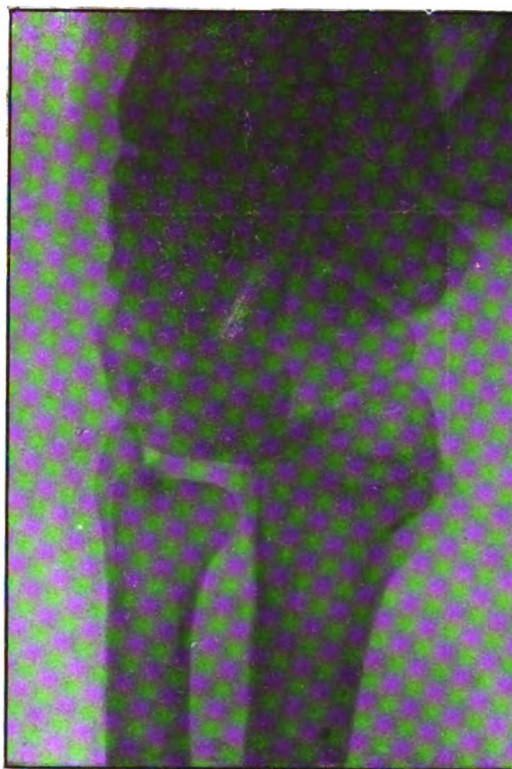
Radiographie de profil du même poignet.
